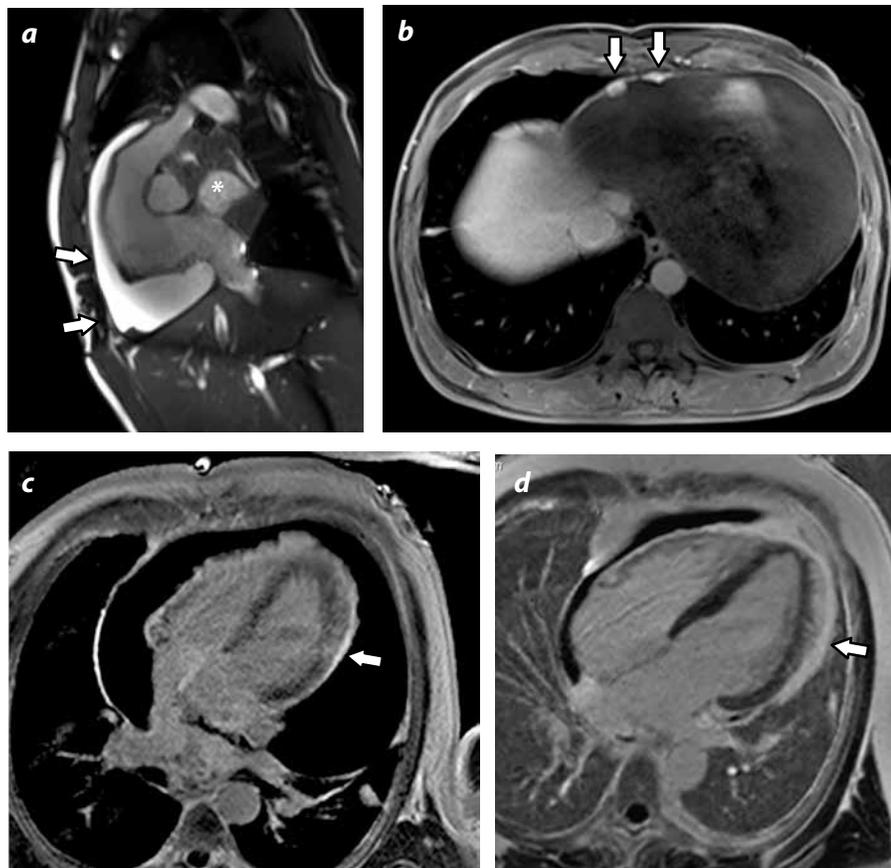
En la RM cardiaca, en el corte sagital en la imagen del tracto de salida del ventrículo derecho (a), se observan múltiples lesiones nodulares (flechas) tanto en el pericardio visceral como en el parietal, además de una lesión en el repliegue pericárdico adyacente a la raíz aórtica (*). En la secuencia TRUFISP (b), posterior a la administración del medio de contraste, se observa nuevamente el realce de la lesión nodular vista por TC (flechas). En las series de realce tardío previo (c) y posterior (d) a pericardiectomía, se identifica el compromiso neoplásico reflejado en el marcado engrosamiento y captación del pericardio.
